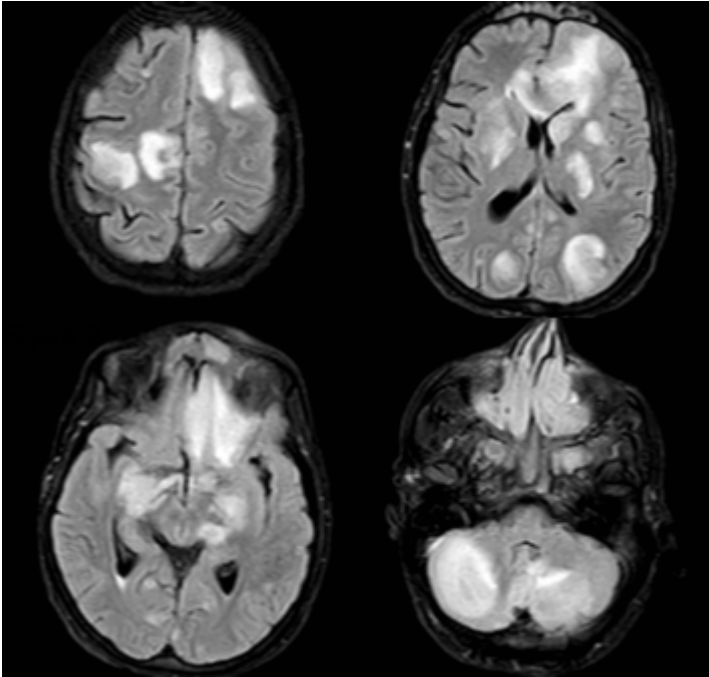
FLAIR weighted sequence MR A large number of central hyperintensive, peripheral hypointensity mass lesions located in the bilateral frontal, temporal, parietal and occipital regions and bilateral cerebellar hemisphere were observed in the MR Axial (Transverse) section, and hyperintense signal intensity increases were detected in the FLAIR-weighted sequences due to vasogenic edema in the neighborhood
